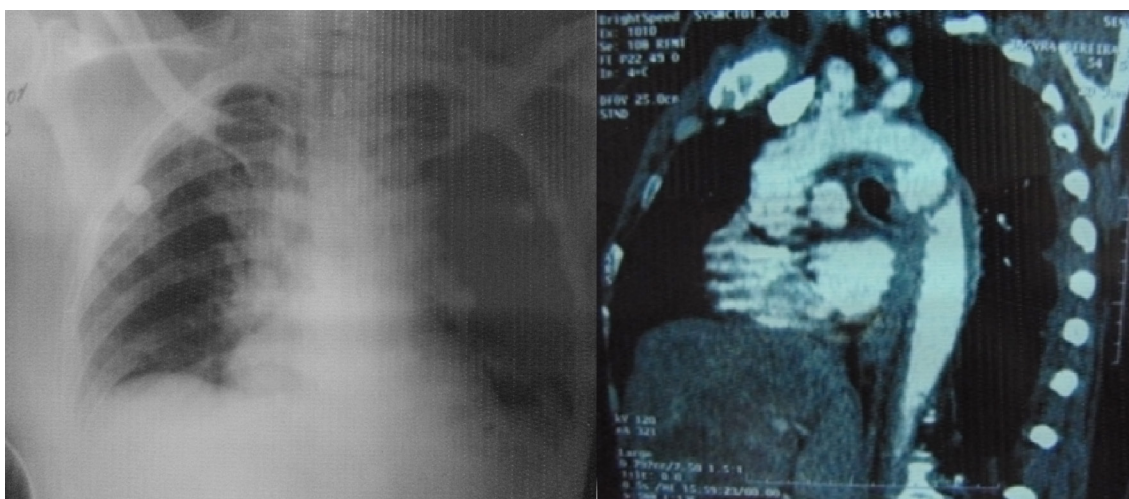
À esquerda: radiografia de tórax evidenciando alargamento de mediastino. À direita: angiotomografia de tórax evidenciando dissecação de aorta descendente.
